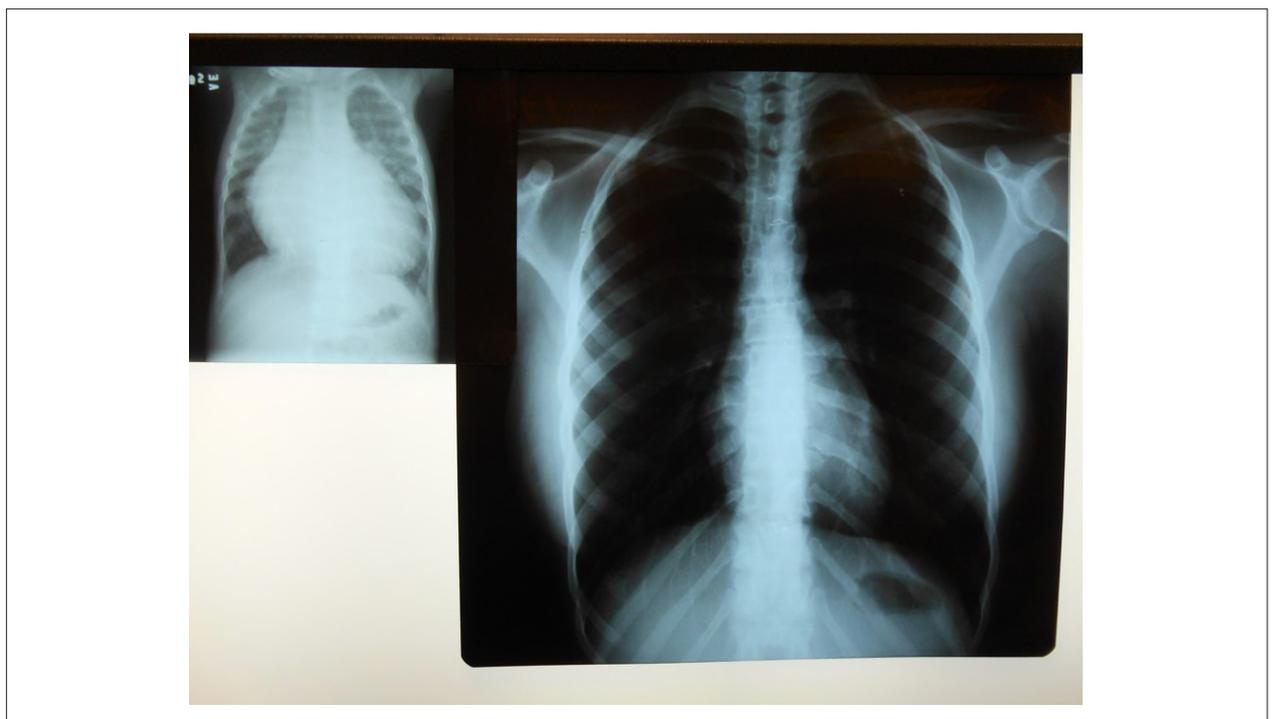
Radiografias de tórax em período pré-operatório e tardiamente com 23 anos, após correção operatória realizada com 10 meses, mostram área cardíaca acentuadamente aumentada e normal, respectivamente.
